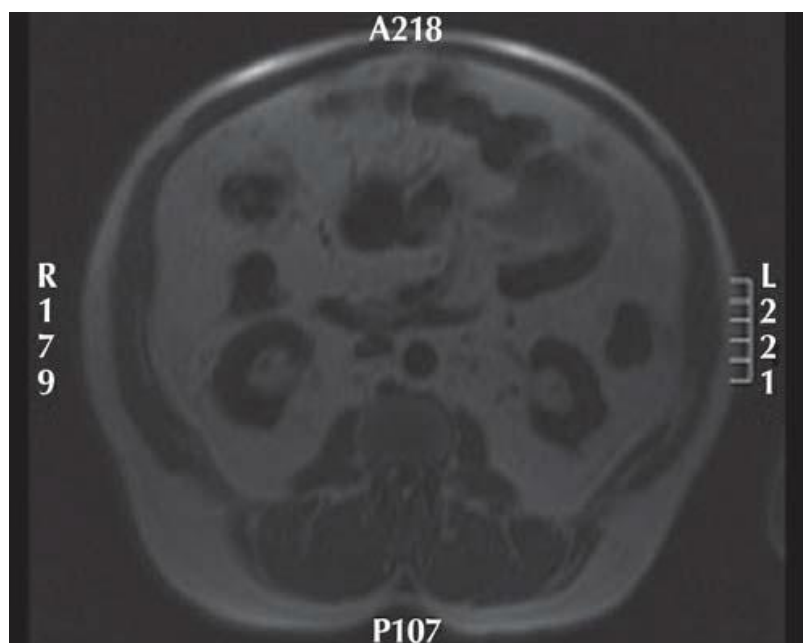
RMN abdominal de um doente com aumento da gordura abdominal. É observável a deposição de gordura em redor do omento.
